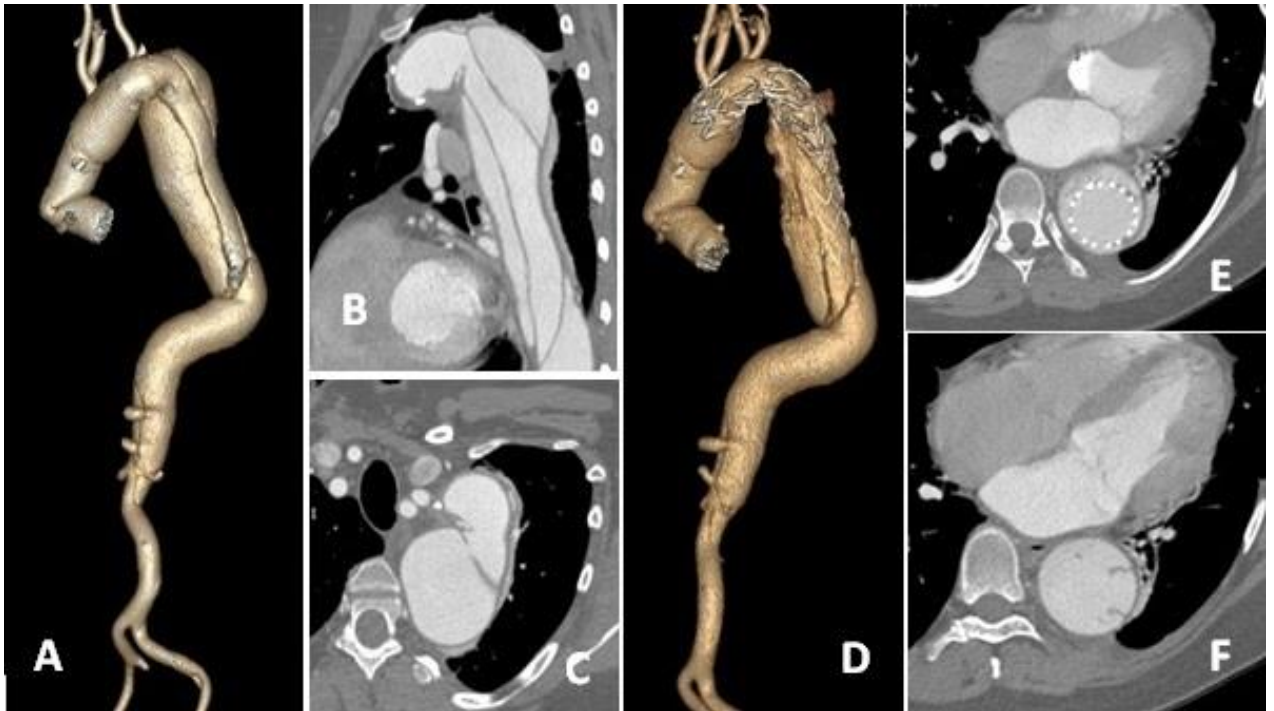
МСКТ-аортография пациентки Г. Среднесрочный послеоперационный период (3 года); А – расслоение аорты от дистального аортального анастомоза до уровня почечных артерий, трехмерная реконструкция; В – расслоение нисходящей аорты, сагиттальный срез; С – проксимальная фенестрация на уровне дистального аортального анастомоза, аксиальный срез; D – состояние после имплантации стент-графта в нисходящую аорту, трехмерная реконструкция; E – состояние после имплантации стент-графта в нисходящую аорту, дистальная часть стент-графта находится в ложном канале, аксиальный срез; F – дистальная фенестрация в нисходящей аорте, аксиальный срез
